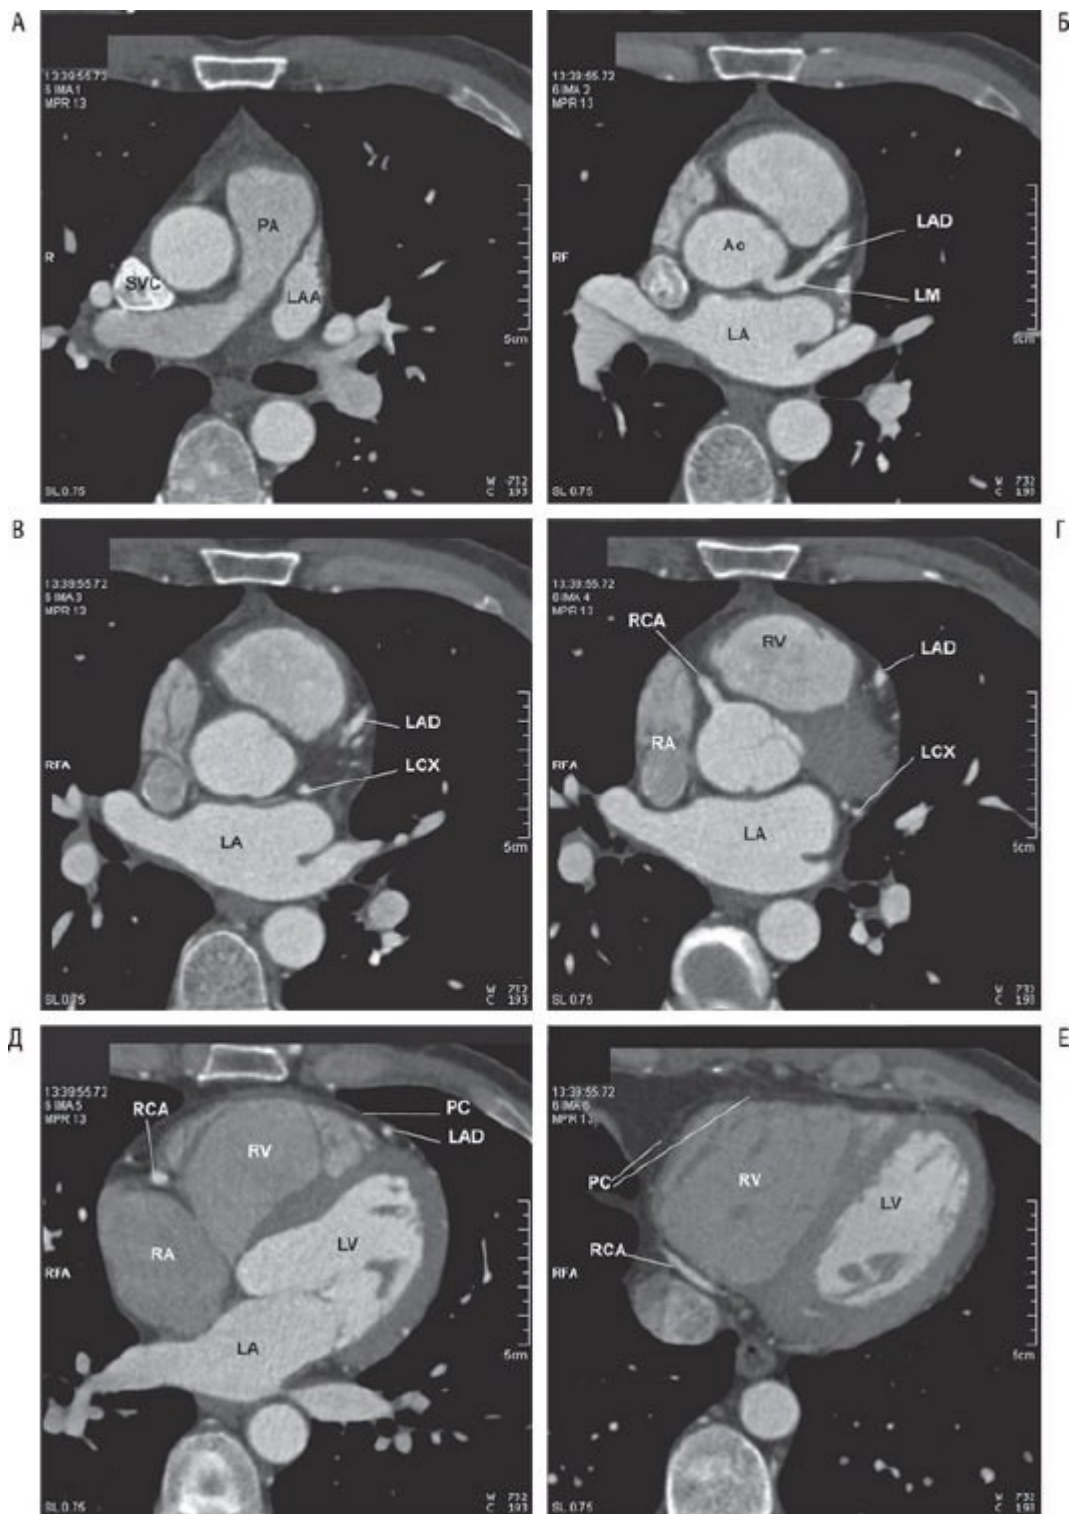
Компьютерная томограмма, демонстрирующая анатомию сердца, аксиальные изображения. Типичные аксиальные изображения сердца, полученные после контрастного усиления при многосрезовой КТ. Из 250 изображений было отобрано шесть для демонстрации типичной анатомии сердца на компьютерных томограммах (А-Е). Компьютерные томограммы демонстрируют вид снизу. Правая сторона помечена (R), грудина находится наверху. Ao - восходящая часть аорты; CS - коронарный синус; LA - левое предсердие; LAA - ушко левого предсердия; LAD - левая нисходящая венечная артерия; LCX - левая огибающая венечная артерия; LM - левая главная венечная артерия; LV - левый желудочек; PA - легочная артерия; PC - перикард; RA - правое предсердие; RCA - правая венечная артерия; RV - правый желудочек.
